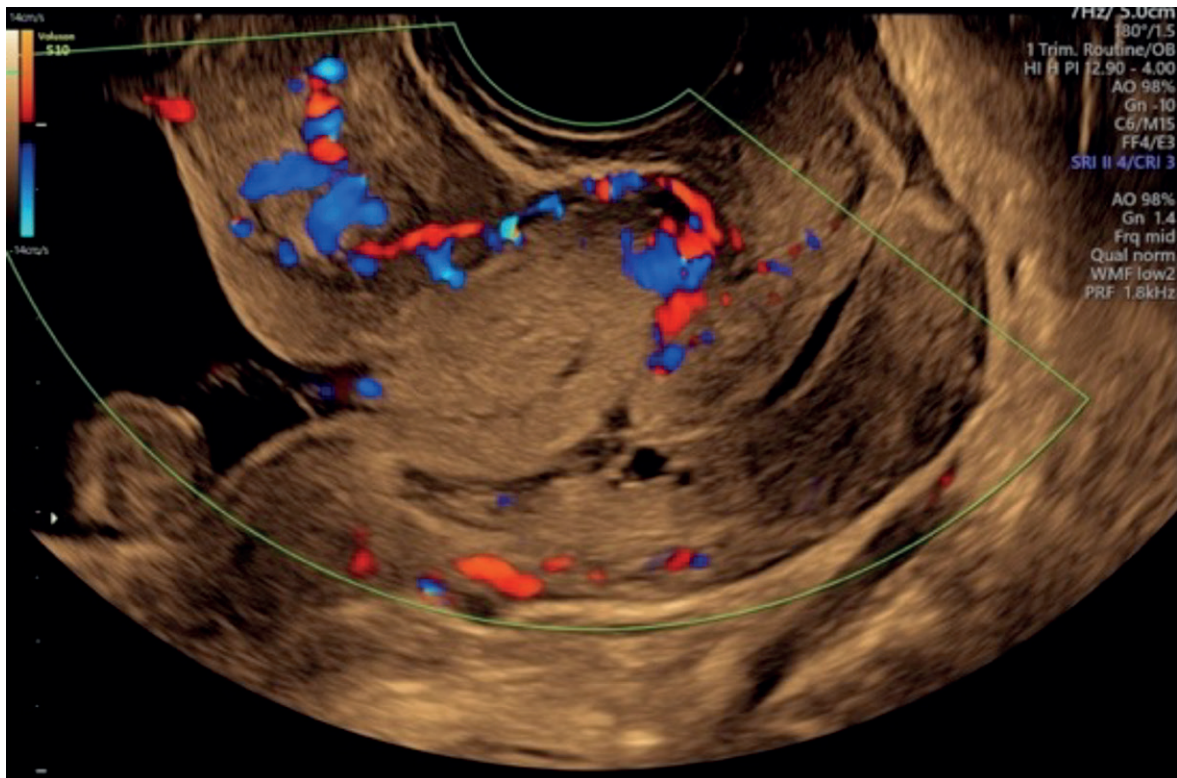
Ecografía transvaginal del útero que muestra una vista sagital donde se visualiza la placenta a la altura del istmo, en el sitio de la cicatriz, con vascularidad con SCORE 3/4 en la imagen Doppler color.
